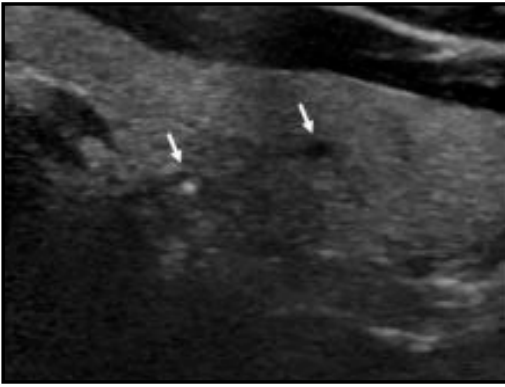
Transverse sonogram of left thyroid lobe showing small echogenic and hypoechoic foci (arrows).
